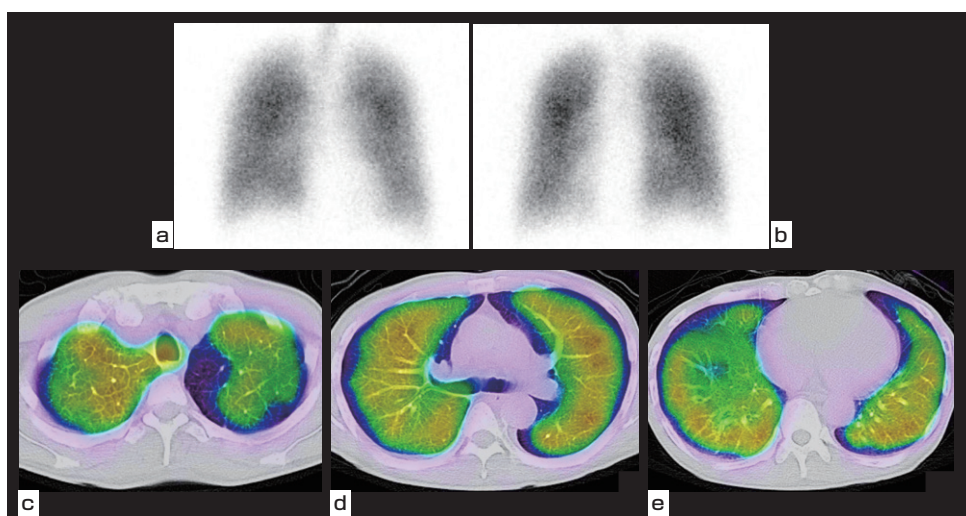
診断時肺換気シンチグラフィ a.平面前面像 b. 平面後面像 c~e. SPECT/CT横断像
